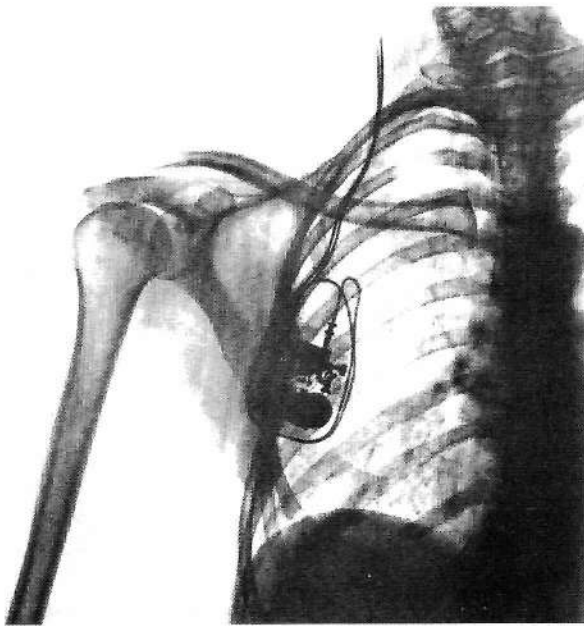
Radiografía de la época en una proyección anteroposterior que muestra la conexión del estimulador cerebral profundo y en la región subclavicular el bolsillo en el que se introduce el generador de pulso. Imagen de los primeros estimuladores implantados.
